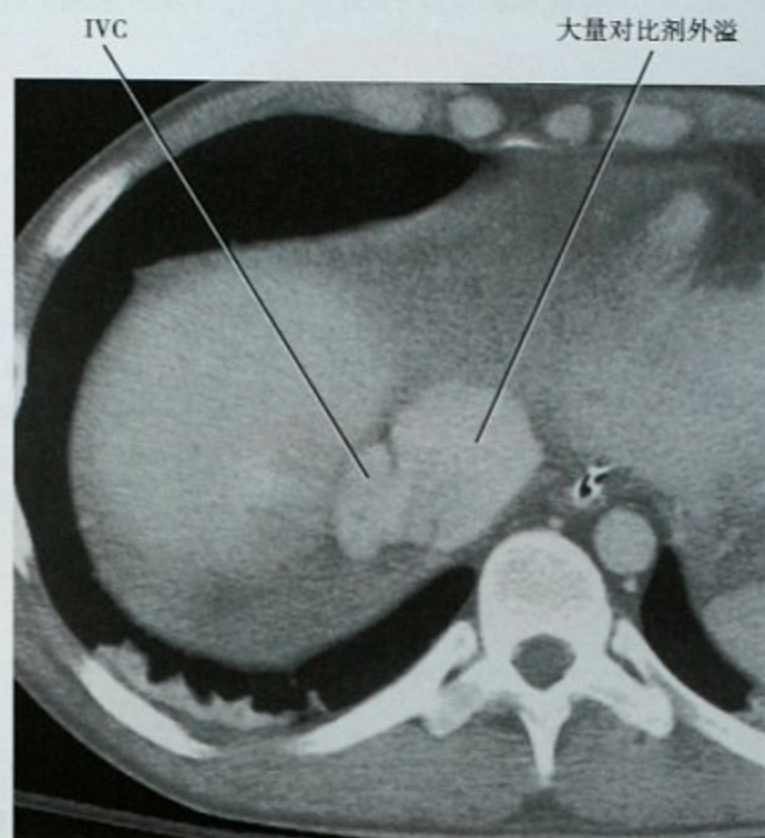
右肝膈顶区CT增强检查显示肝内IVC附近上缘的假性静脉瘤。手术成功修复了该区域的肝脏部分撕脱
